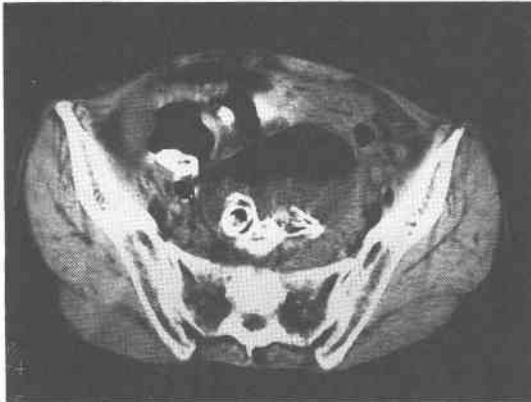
Pelvic computed tomography (CT) showed calcified stone shadows in the bowel.
